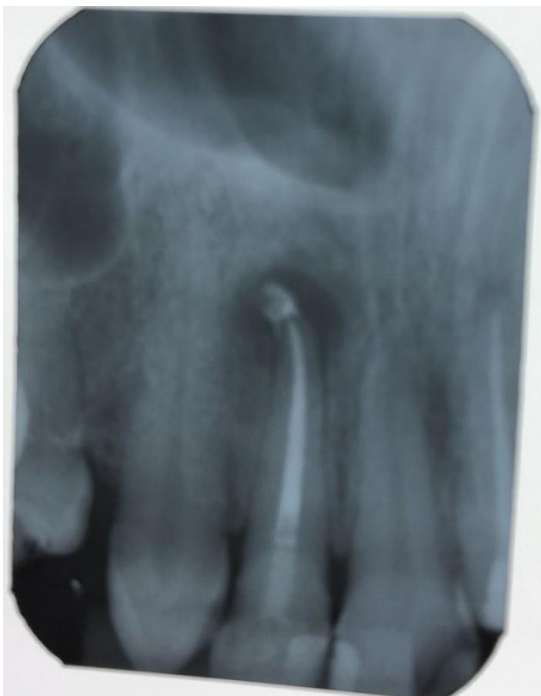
radiografia de acompanhamento após 2 meses.
